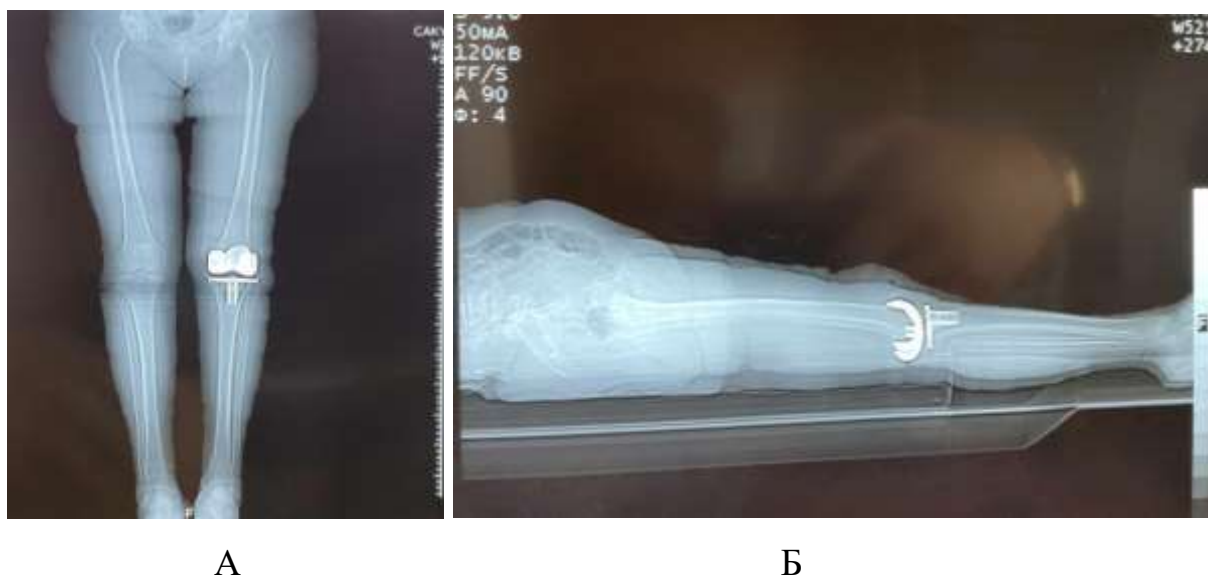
Рентген контроль після ендопротезування (1-й день після операції): А -пряма проекція, Б – бокова проекція.
